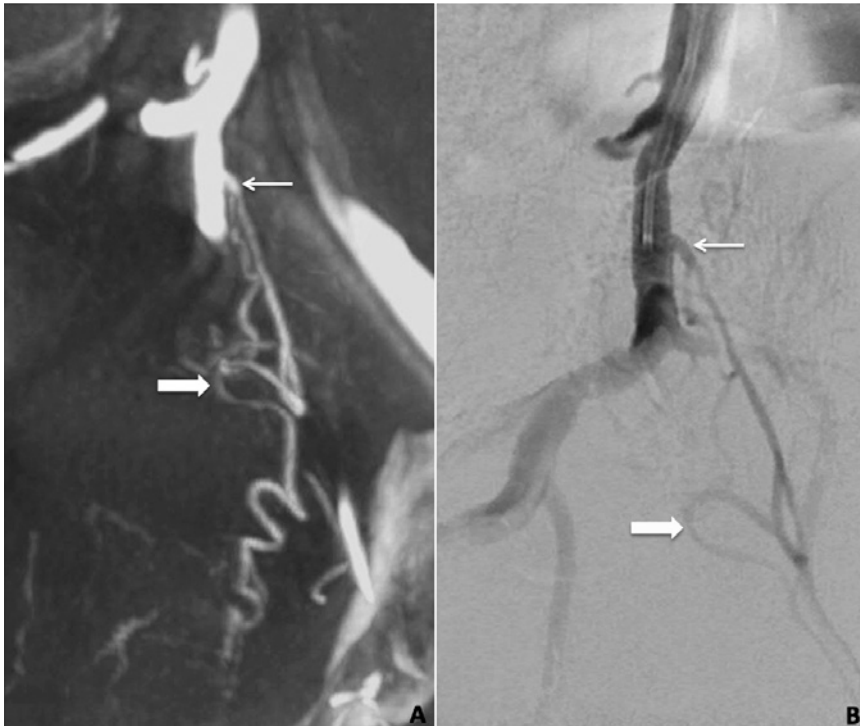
Aufnahmen einer Cone-beam-CT (A) und einer Angiografie (B) mit Darstellung des gemeinsamen Abgangs der A. vesicalis superior et inferior (offener Pfeil) aus dem visceralen Ast der A. iliaca interna. Im weiteren Verlauf entspringt die Prostataarterie (geschlossener Pfeil) aus der A. vesicalis inferior.
